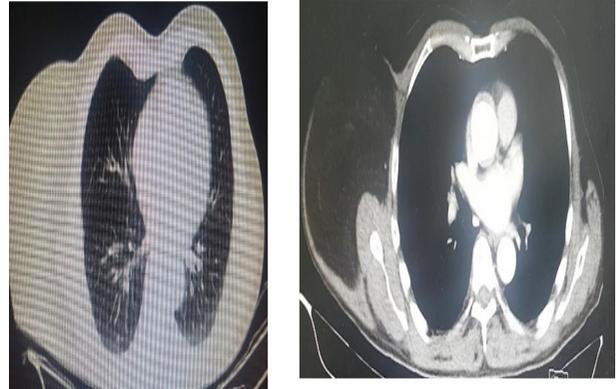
Imagen axial de la TAC de tórax, sin evidencia de metástasis, sin presencia de ganglios.
